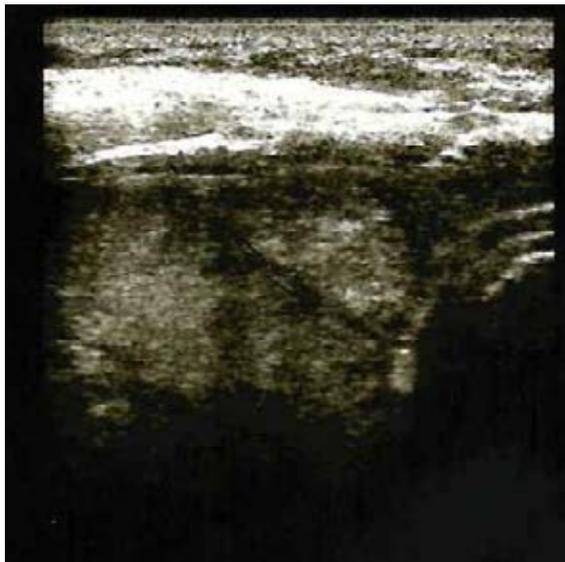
УЗИ щитовидной железы до лечения. Крупный узел тиреоидного остатка справа
